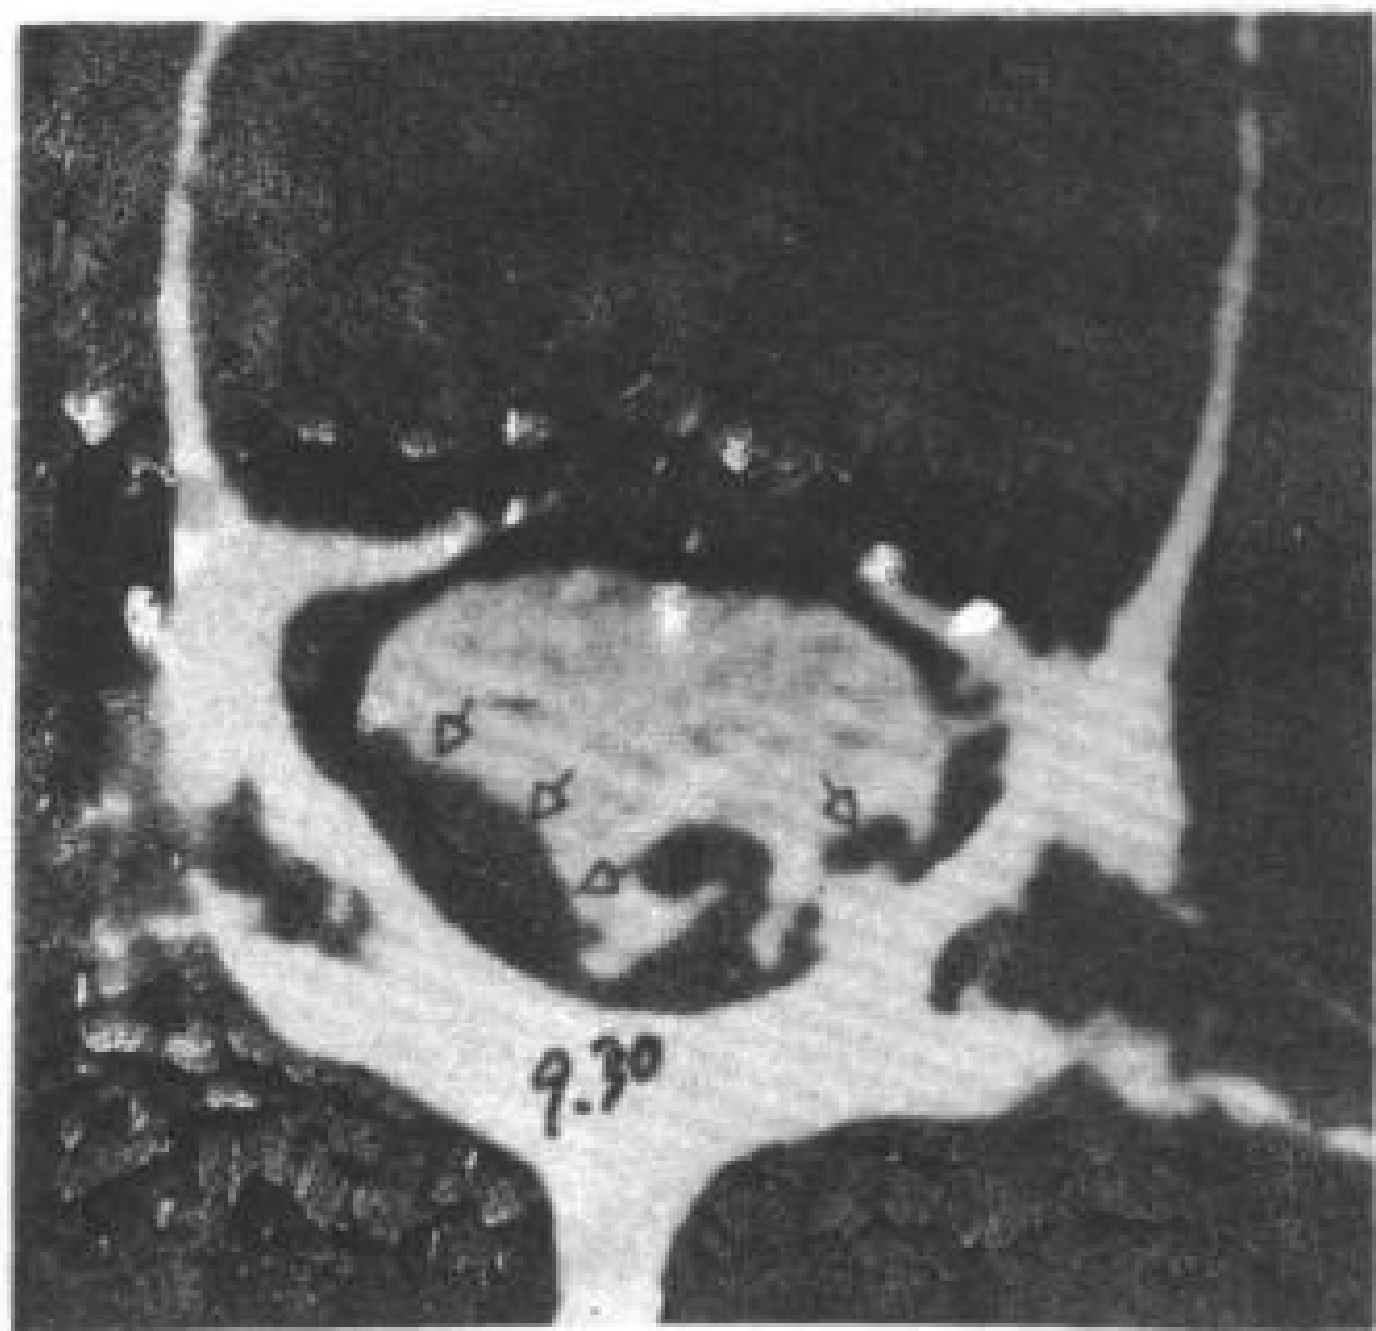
手术后蛛网膜炎。蛛网膜腔内注射造影剂后 CT 横断扫描, 显示了马尾神经的粘连, 有的粘附在鞘膜囊侧壁 (↑)。
